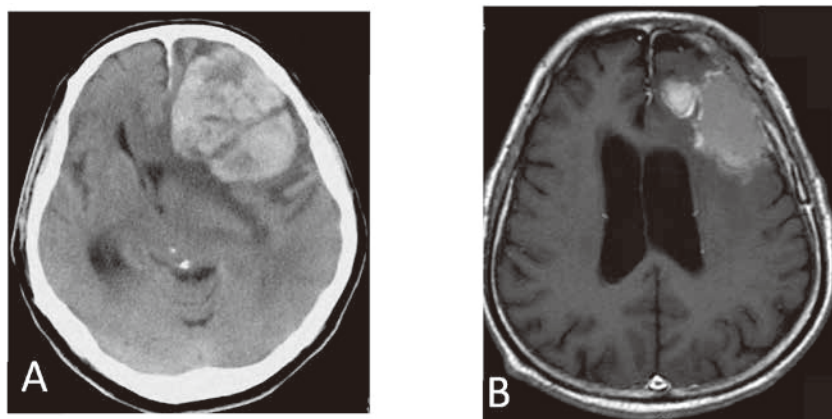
症例2 (A: 術前単純 CT, B: 術後造影 MRI) 腫瘍内出血によるmidline shiftを来していた。術後 MRI では残存腫瘍を認めた。
